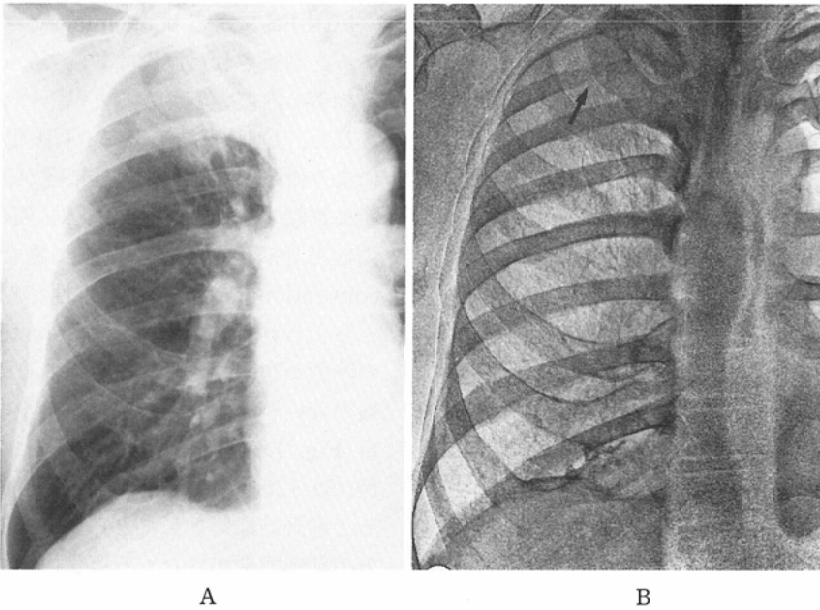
Chest radiographs of patient with rib involvement from lung cancer.
